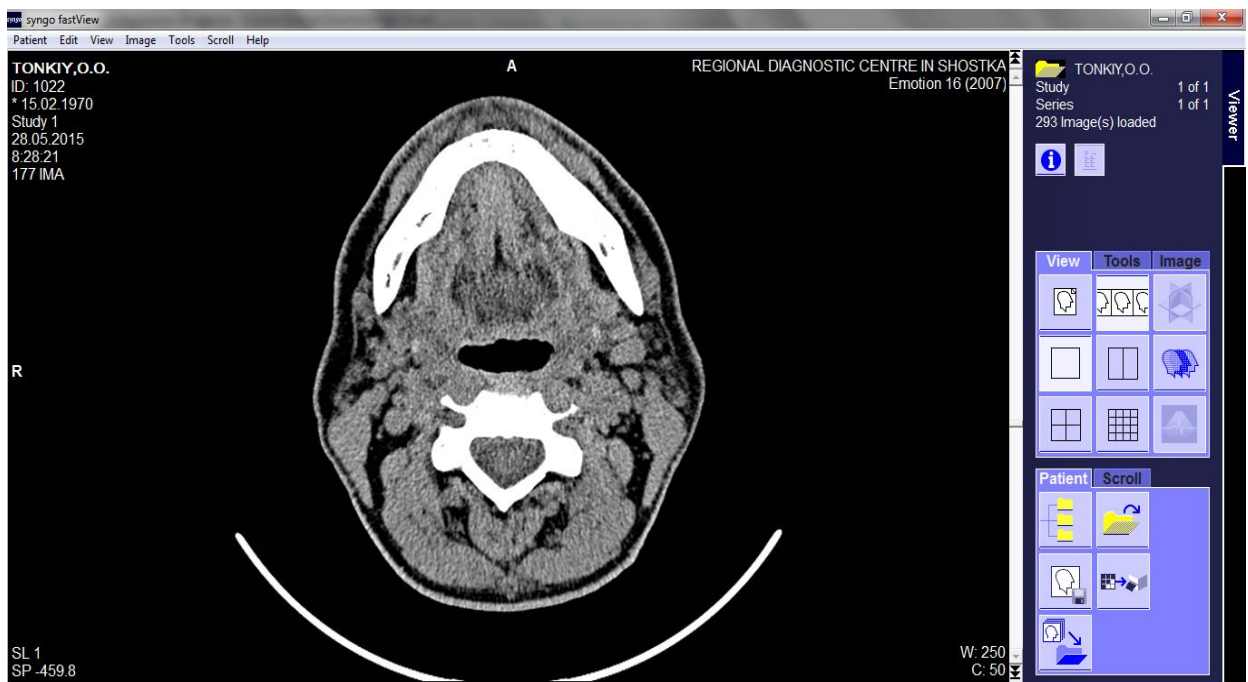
Комп'ютерна томографія нижньої щелепи в горизонтальній проекції.
